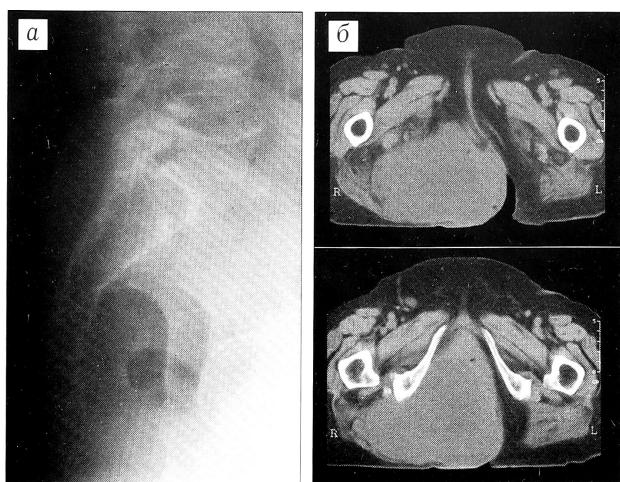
Рентгенограмма (а) и компьютерная томограмма (б) больной М. Рецидив хордомы копчика.
